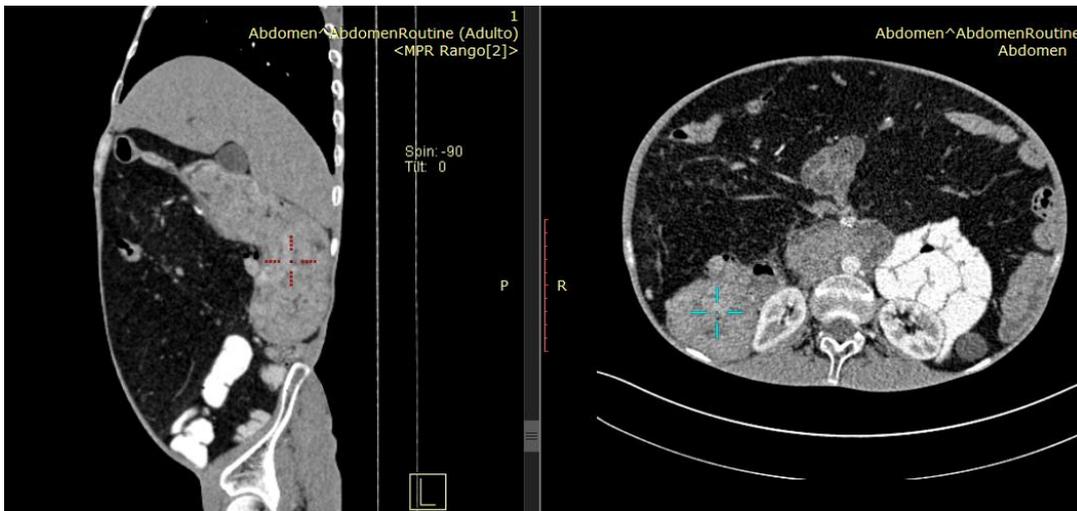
Enterotomografía con contraste V.O y E.V, a 1 mm de espesor con cortes axiales y reconstrucciones multiplanares constatándose la hipertrofia retráctil así como la gran distensión de la segunda y tercera porción del dudodeno de serosa fina con engrosamiento marcado de su estratificación interna mencionado anteriormente.
